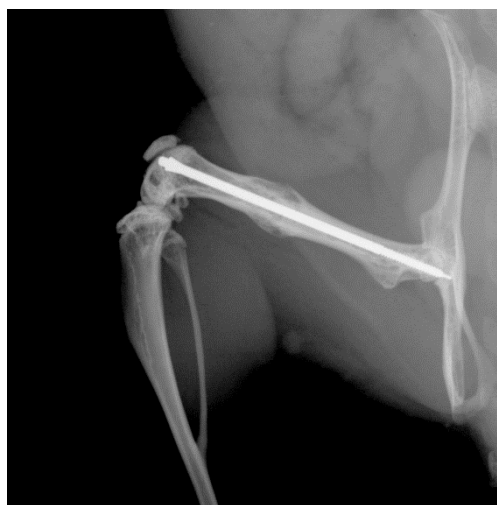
Röntgenaufnahme 5 Wochen postoperativ
